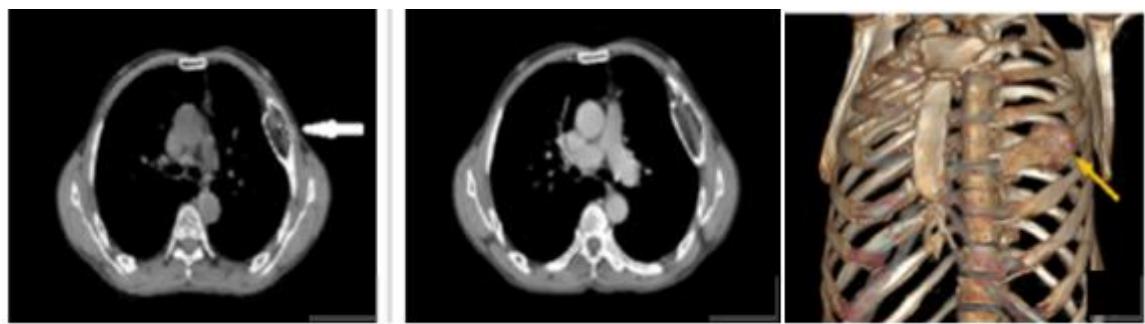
TDM thoracique (fenêtre osseuse) montrant une lésion osseuse lytique de la 4^e côte antérieure (flèche), aspect compatible avec une atteinte ostéonécrotique chez une patiente drépanocytaire.
